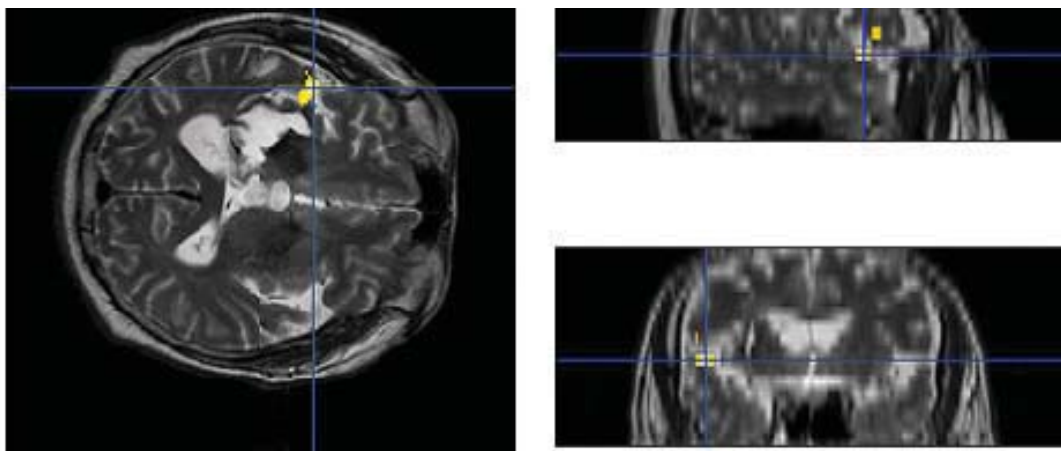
An example of the functional MRI in non-neuropathic pain group. This patient had right thalamic infarction. The functional MRI Shows a contralateral secondary somatosensory cortex activation during left median nerve stimulation at wrist.
